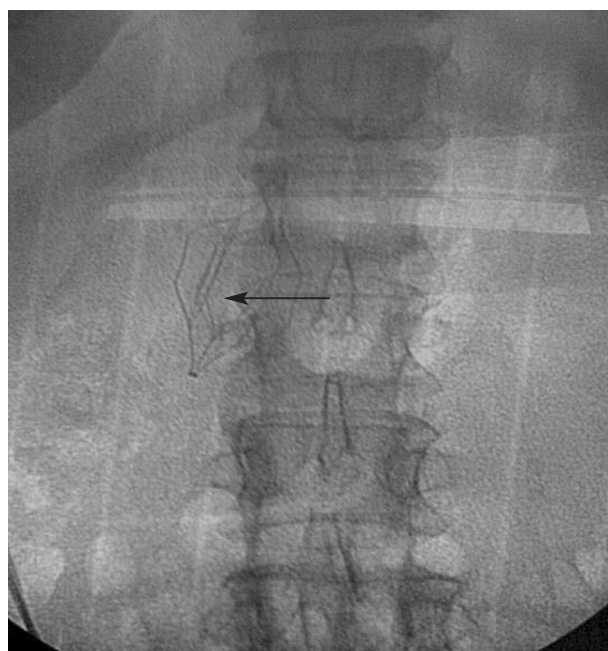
Имплантированный кава-фильтр в нижней полой вене (обозначен стрелкой). Интраоперационная рентгенограмма в прямой проекции
